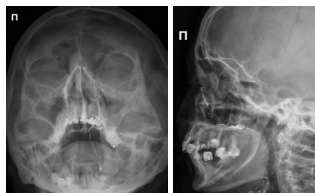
Рентгенограмма слезных путей. Теменно-акантиальная и правая боковая проекция
